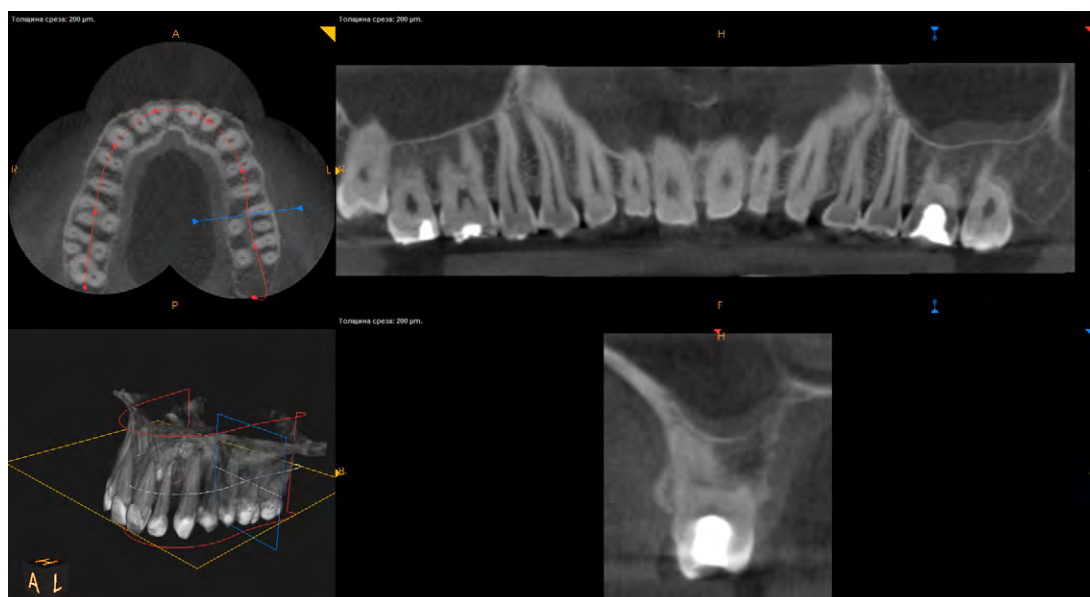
КТ пациента К., 39 лет, до лечения: хронический периодонтит зуба 2.6 (K04.5), хронический верхнечелюстной одонтогенный синусит слева (J32.0), ретенция зуба 1.8 (K01.0)
